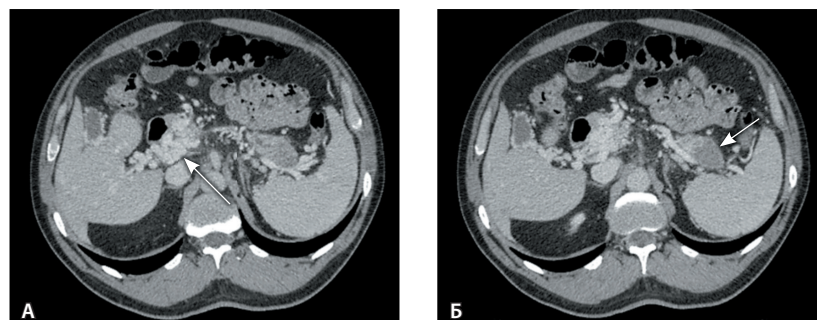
По данным мультиспиральной компьютерной томографии с внутривенным болюсным контрастированием (венозная фаза, аксиальная плоскость) визуализируются развитые венозные коллатерали на уровне ворот печени (А, стрелка), образование хвоста поджелудочной железы (Б, стрелка)
